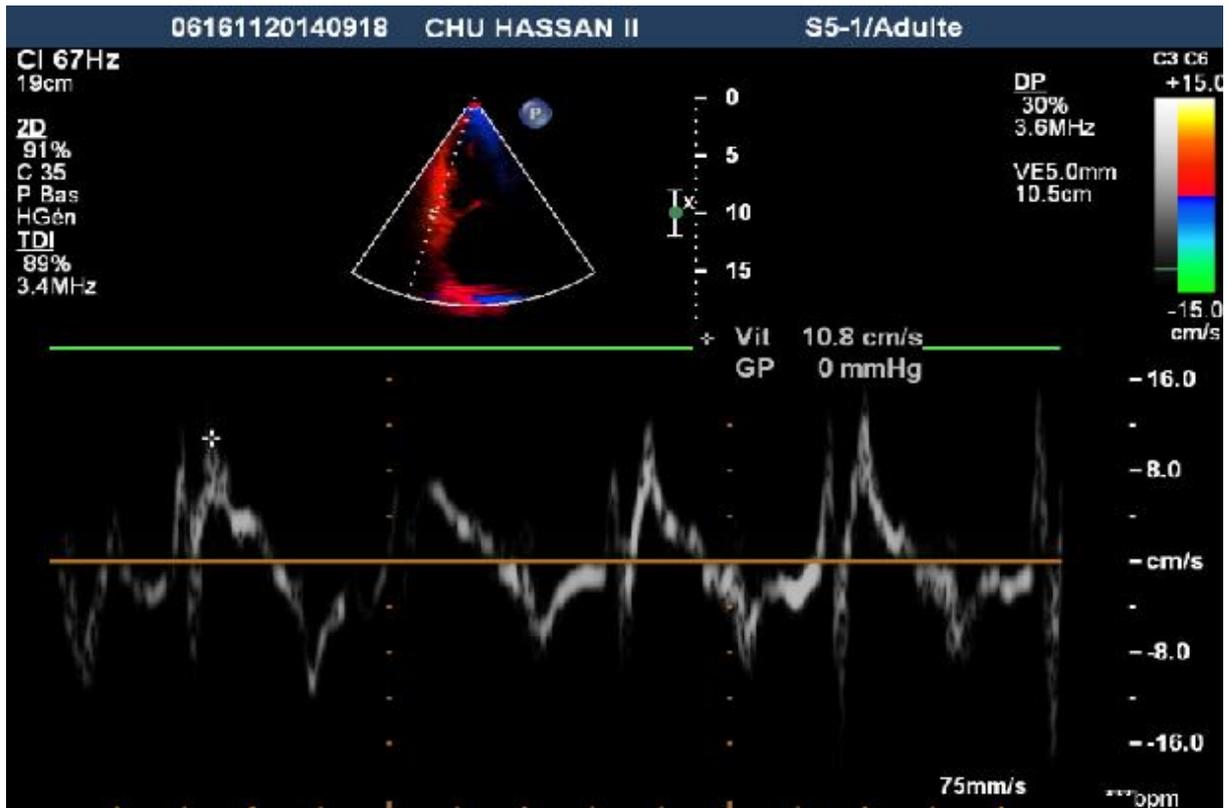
Mode Doppler tissulaire : mesure de l'onde S à l'anneau tricuspide
